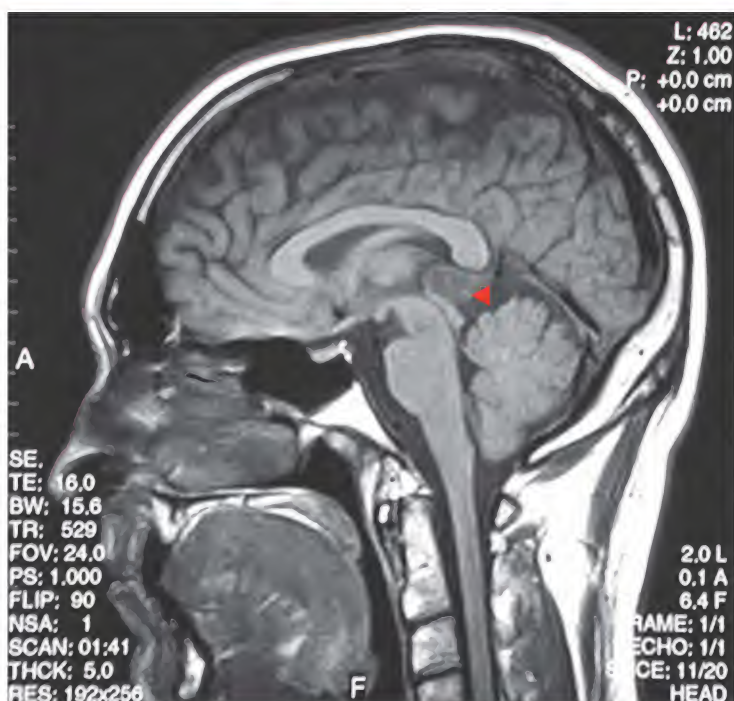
Pineocitoma, resonancia magnética
